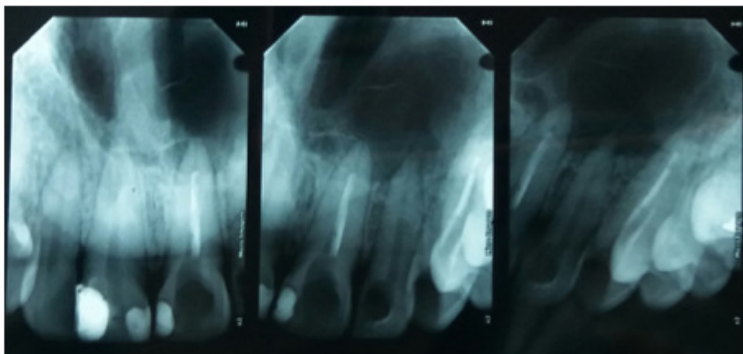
Radiografia periapical inicial indicando localização e extensão da lesão
